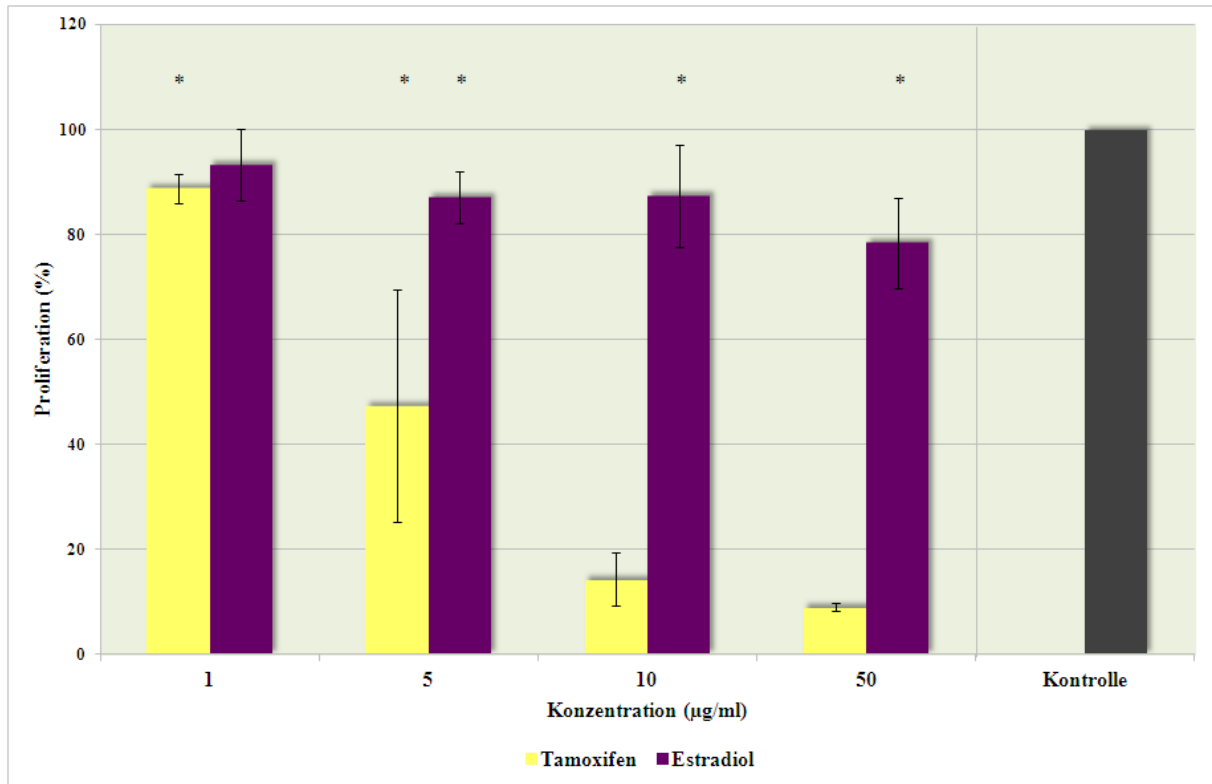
BrdU – Test: BT20-Zellen – Vergleich zwischen Tamoxifen und Estradiol
